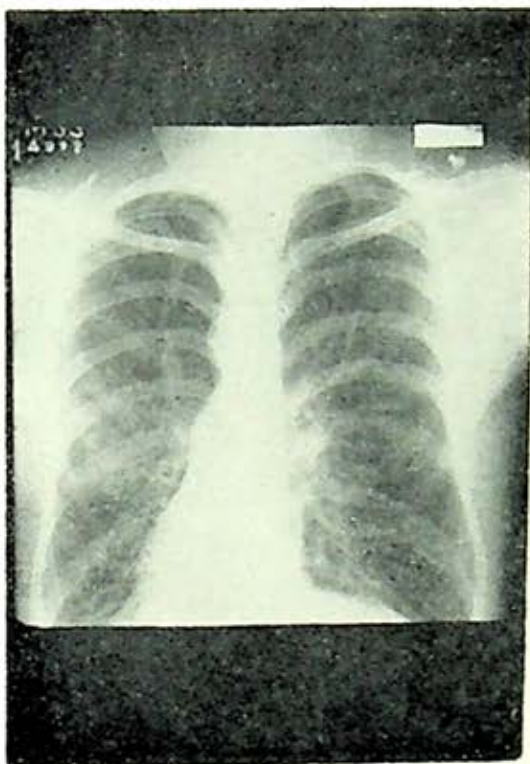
Un caso de síndrome de Kartagener; además del "situs inversus", la radiografía simple hace sospechar dilataciones bronquiales bilaterales.
